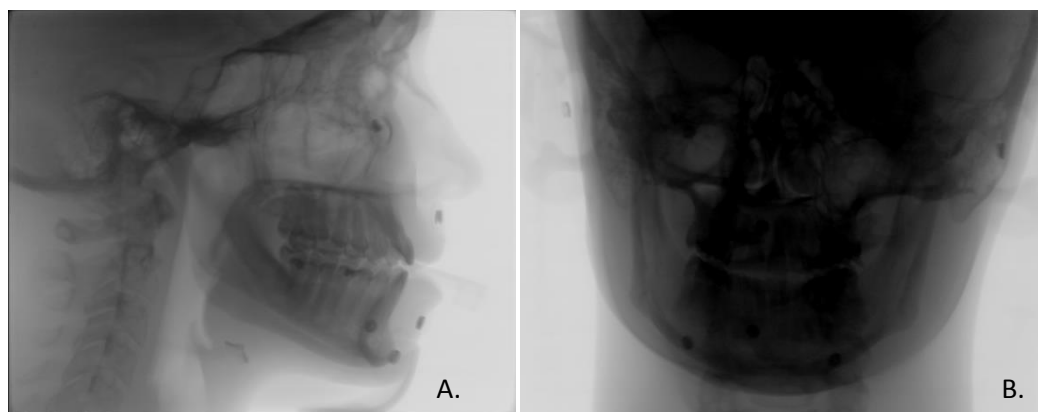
9- Images de l'enregistrement de la géométrie d'un sujet volontaire non pathologique (cone-beam). Le champ de vue inclut les ATMs, la mandibule et les marqueurs radio opaques. A- vue sagittale, B- vue frontale.
